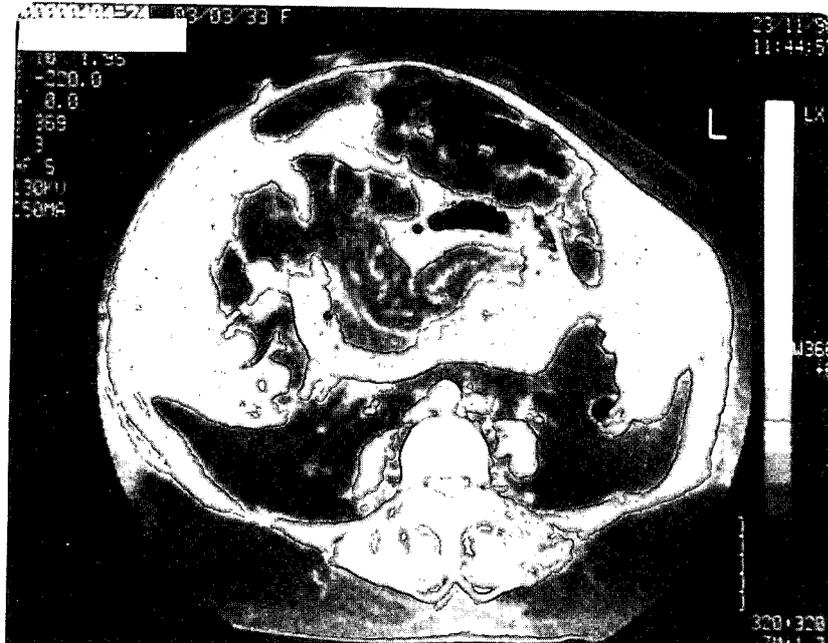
Tomografía axial computarizada de abdomen inferior, que muestra extensas calcificaciones en peritoneo parietal posterior y en la serosa de algunas asas de intestino delgado.
